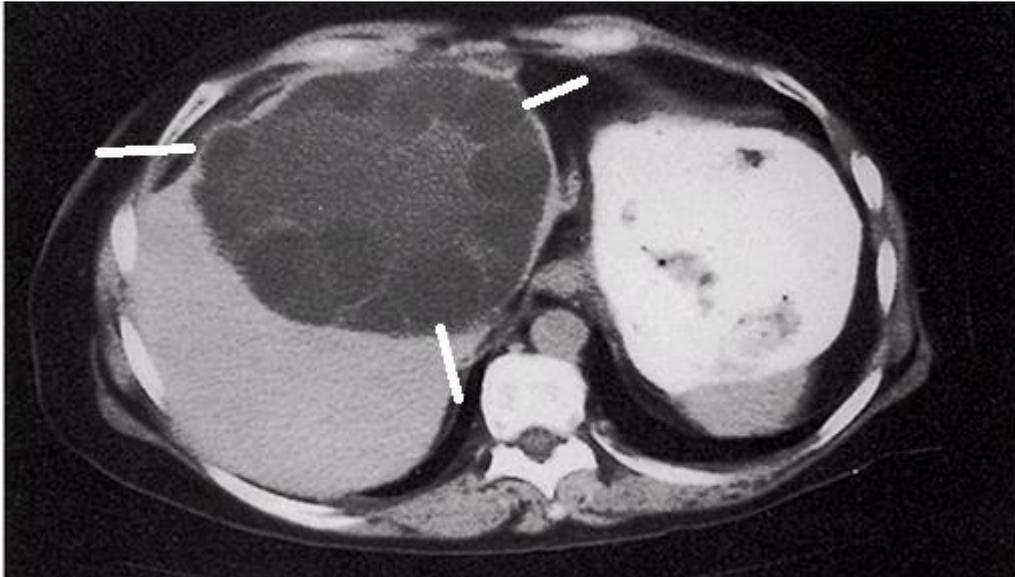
TC que demuestra un quiste multilocular hepático en un paciente con enfermedad hidatídica. Imagen modificada por el autor; sacado de UptoDate:
